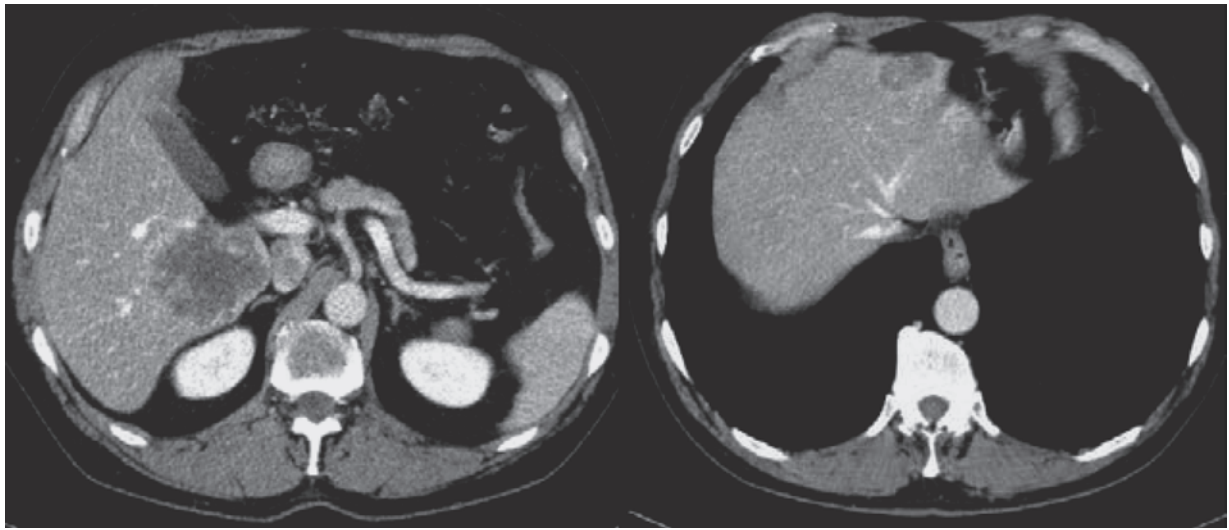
Späte KM-Phase CT-Leber bei Erstdiagnose. Es zeigen sich neben dem Primärtumor im rektosigmoidalen Übergang Lebermetastasen mit einer Größe von vier, sechs und einem Zentimeter (cm) in den Segmenten II/III, VI und VIII.
